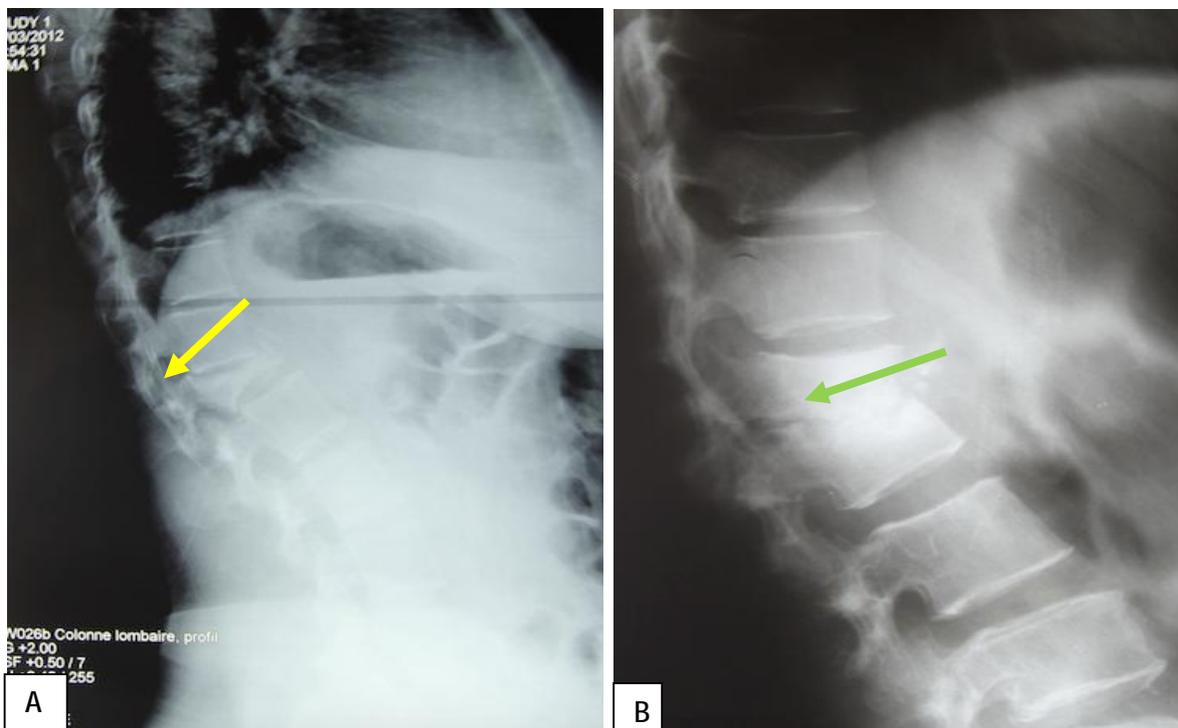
Radiographie standard de profil (A), montrant une fracture tassement de L1 → et une spondylodiscite L1 L2 (B) → .
